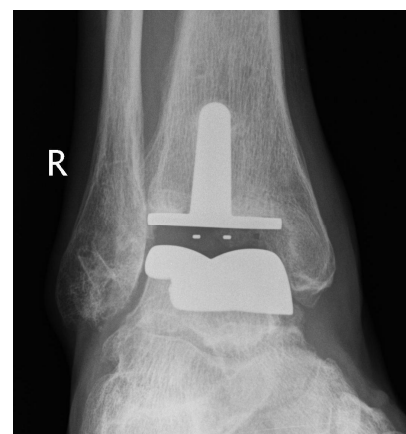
Röntgenkontrolle einer Sprunggelenkprothese
